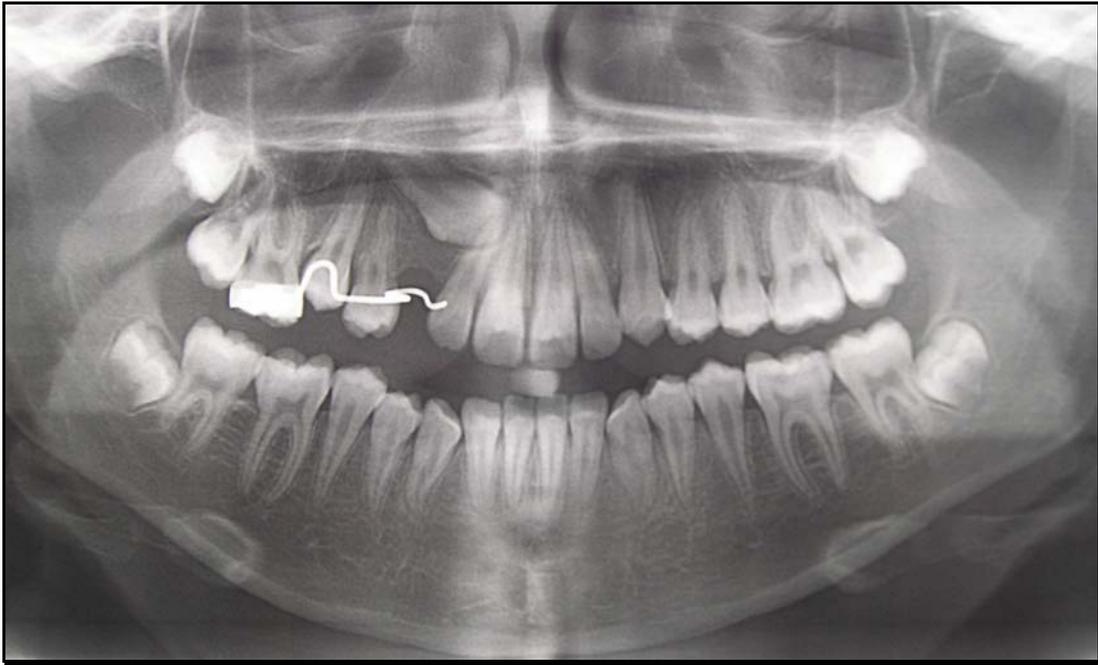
Orthopantomogramme.
